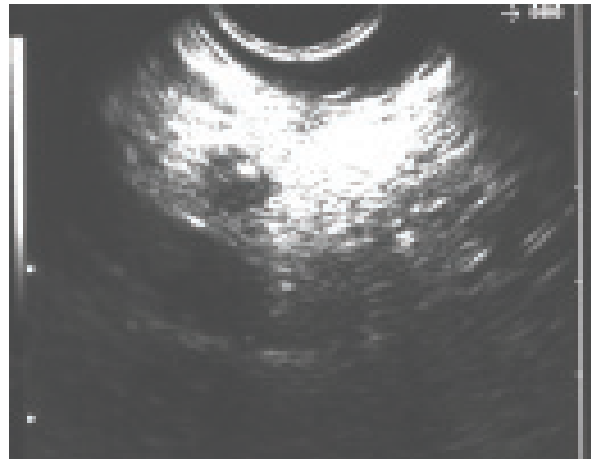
Imagem ecoendoscópica de diminuto nódulo não visualizado pela TC e RM de 0.7 cm no maior eixo. A PAAF fez o diagnóstico de nTUNE.
